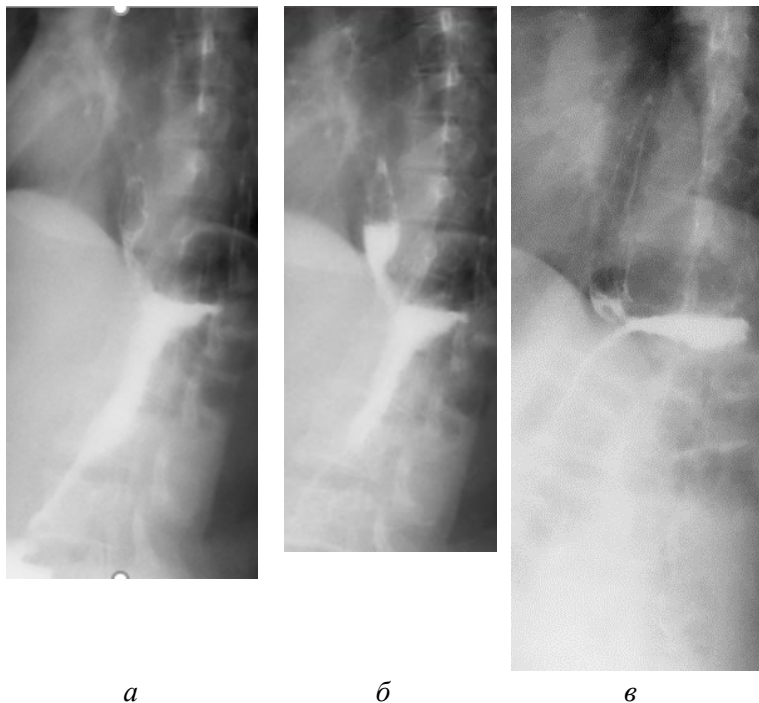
Серия рентгенограмм в правой косой проекции (правым боком под углом 45 градусов к рентгеновскому столу) в норме. а) бариевая взвесь определяется в кардиальном отделе и теле желудка. б) дистальный отдел пищевода заполнен бариевой взвесью в фазе тугого заполнения в) пищевод в фазе двойного контрастирования [оригинальный рисунок].
